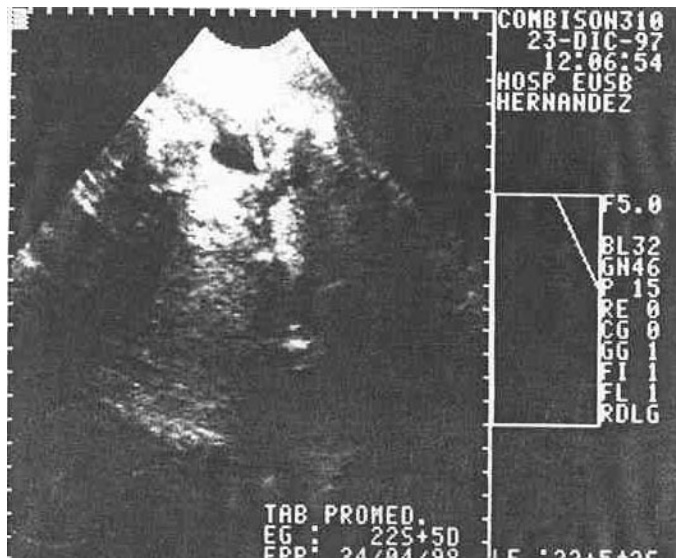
Vista de la ultrasonografía diagnóstica realizada a la paciente a las 22 semanas de gestación.
